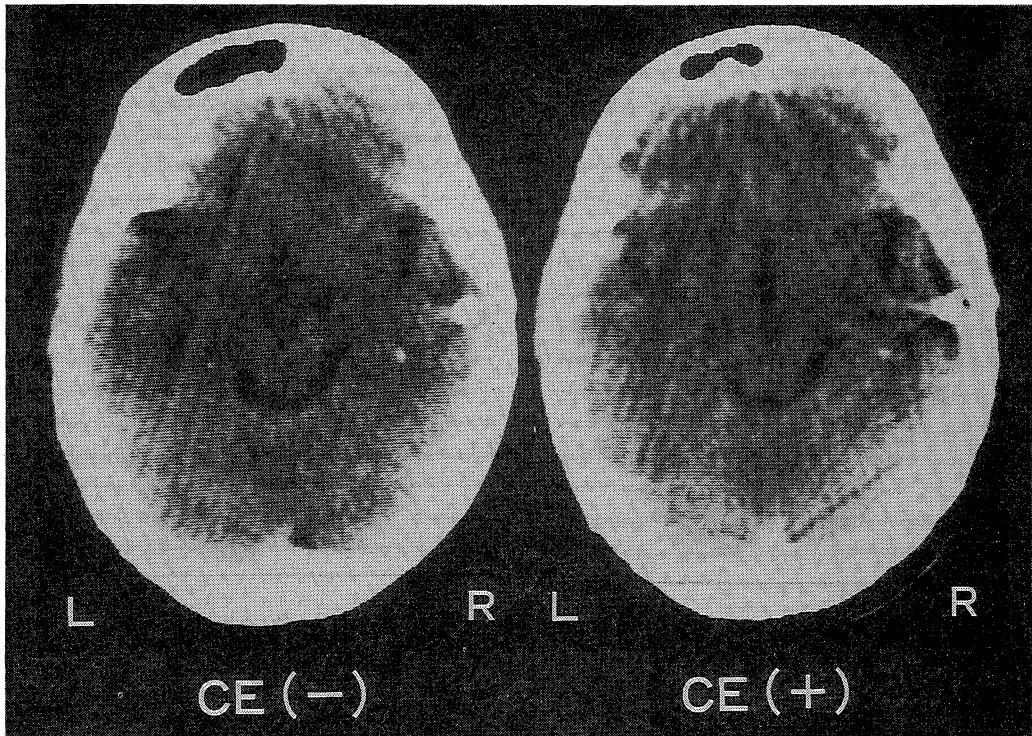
CT-scan of Case 2 with and without enhancement. A high density area is seen at the right tempotal lobe. There is a low density area around the lesion.
